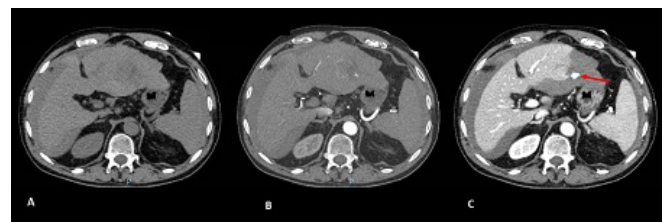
TC abdominal en fases basal (A), arterial (B) y portal (C). Cortes axiales de abdomen superior en los que se señala extravasación de sangre a líquido peritoneal en la fase portal.
